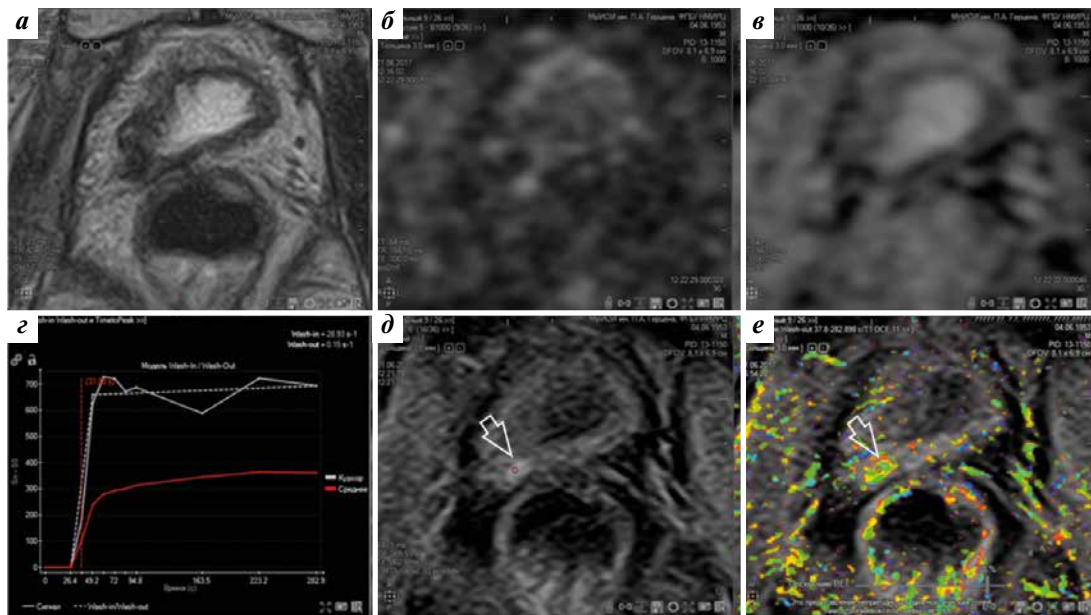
Магнитно-резонансные томограммы таза пациента с биохимическим рецидивом после радикальной простатэктомии в аксиальной проекции: а — T2-взвешенное изображение; б — диффузионно-взвешенное изображение; в — измеряемый коэффициент диффузии; г — динамические кривые в очаге фокального накопления контраста; д, е — динамическое контрастное усиление. Стрелками указан очаг рецидива в задней стенке мочевого пузыря справа (выше уровня уретровезикального анастомоза), выявленного при динамическом контрастном усилении, четко не определяемого на T2-взвешенном изображении и диффузионно-взвешенном изображении
